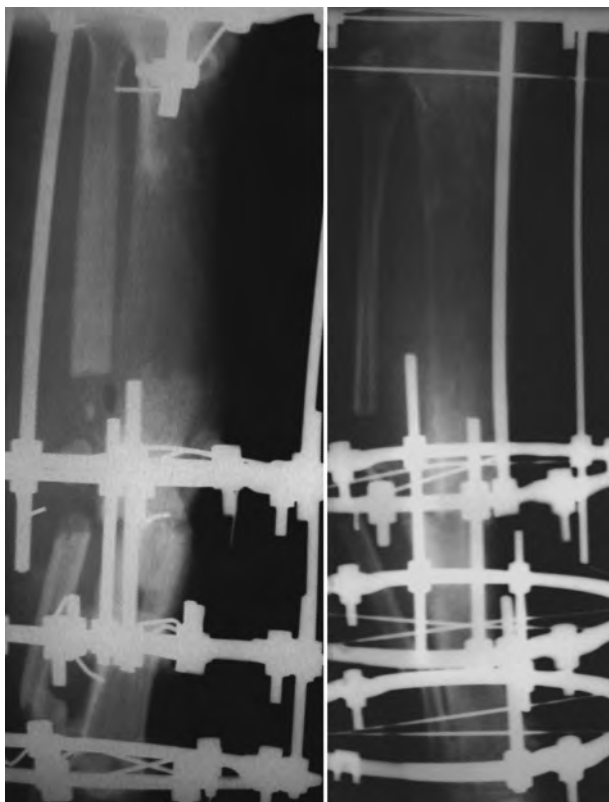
Рентгенограммы правой голени после окончания дистракции.
